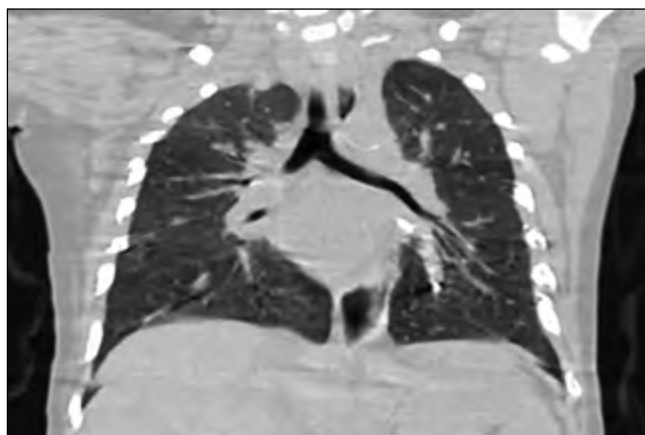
Компьютерная томограмма грудной клетки пациента с лобарной эмфиземой нижней доли левого легкого спустя 6 месяцев после хирургического лечения.
